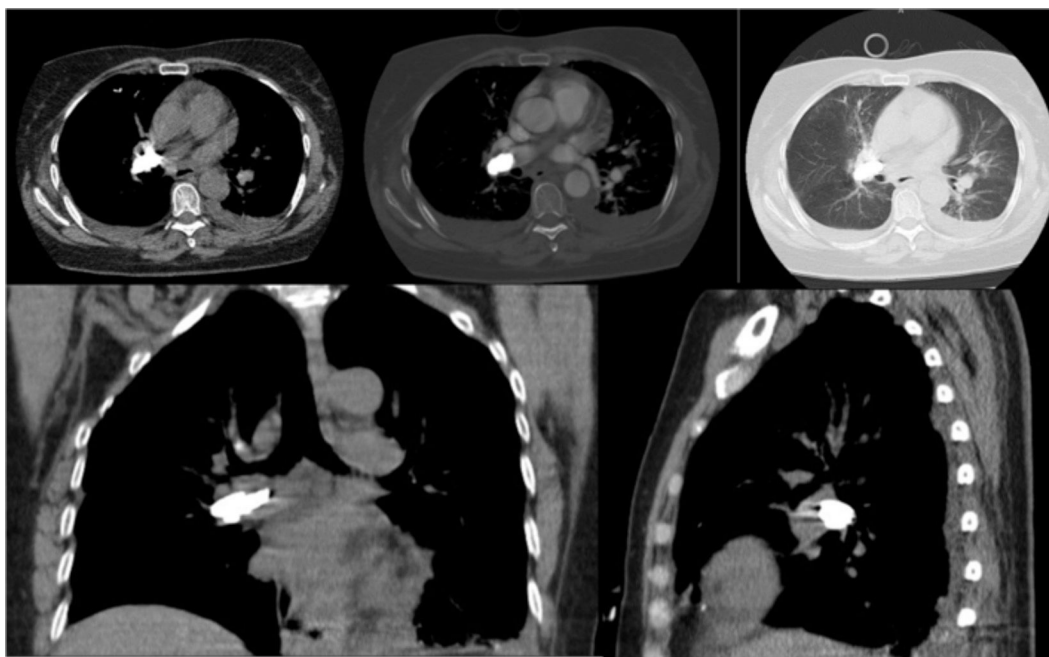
Tomografía de tórax que muestra hallazgos compatibles con cuerpo extraño con densidad metálica a nivel del hilio pulmonar derecho en relación con embolia pulmonar aguda que compromete la arteria lobar superior izquierda y algunas ramas subsegmentarias; además derrame pleural asociado a áreas de atelectasia pasiva con patrón de vidrio deslustrado bilateral, más artrodesis de la columna dorso-lumbar.
